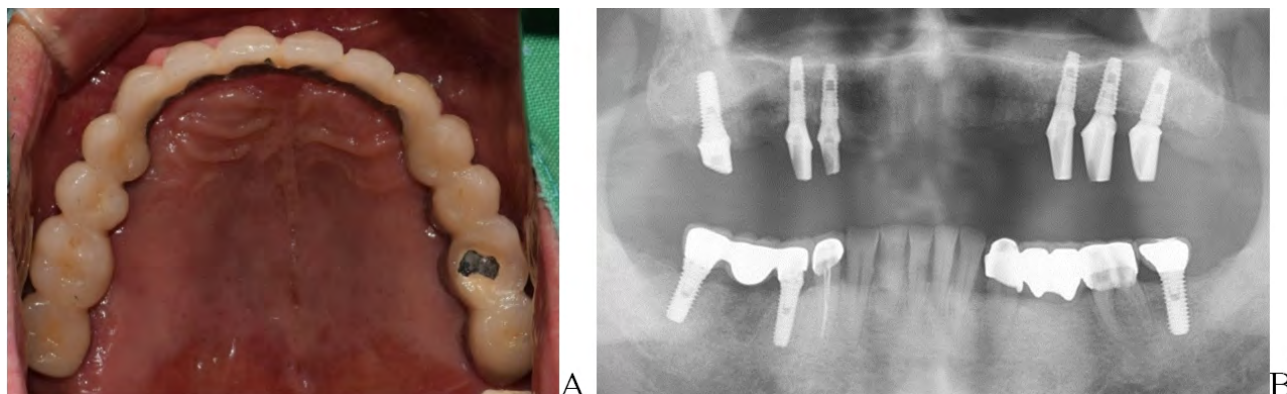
(A) Initial occlusal photo. (B) Initial panoramic radiograph.
